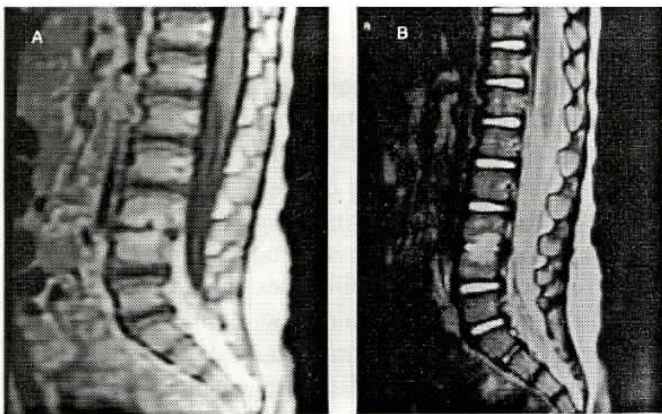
Ressonância Magnética Nuclear da coluna dorso-lombar. A. Ponderação T2. Aumento da intensidade do sinal dos corpos vertebrais adjacentes ao disco envolvido. Diminuição do sinal discal. B. Após injeção de gadolínio. Aumento da intensidade ao nível discal.
